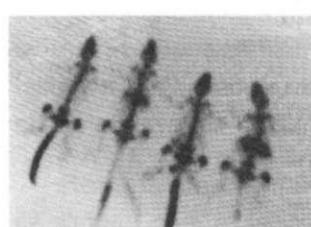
5 günlük kontrol grubunun sintigrafisi
